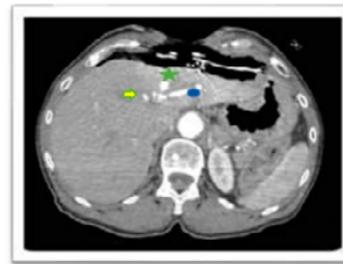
Angio-TC abdomen
